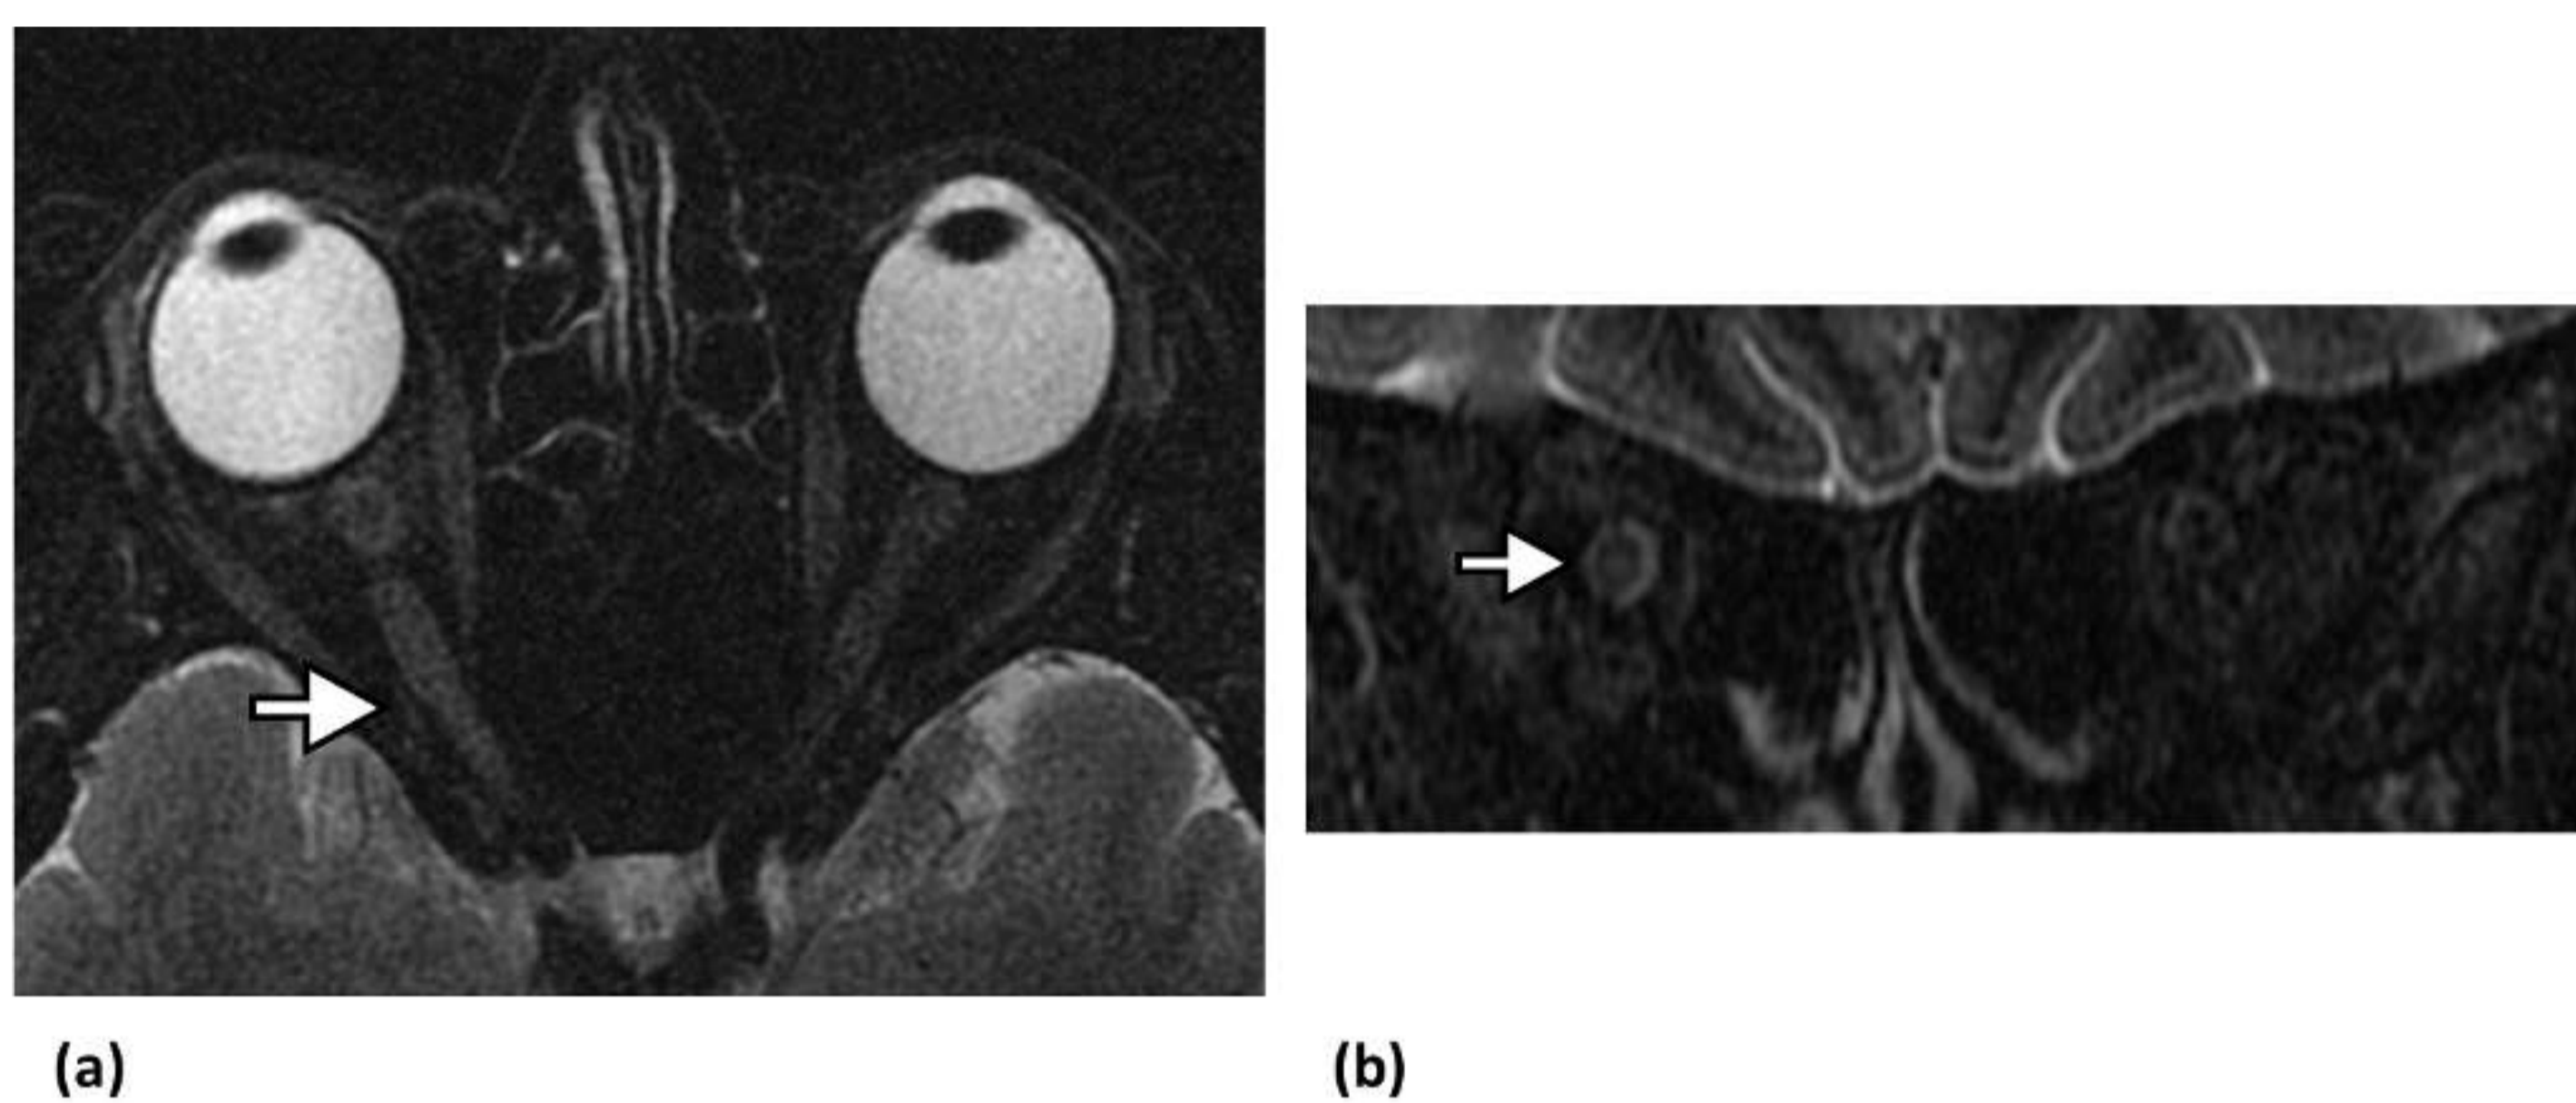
Neuritis óptica. (a) Imagen axial de RM ponderada en T2, obtenida en una mujer de 49 años, que muestra hiperintensidad de señal de los segmentos intraorbitario, intracanalicular y prequiasmático del nervio óptico derecho (flecha). (b) La imagen axial y coronal de RM STIR del mismo paciente demuestra un aumento de la intensidad de la señal en el nervio óptico derecho (flecha).
